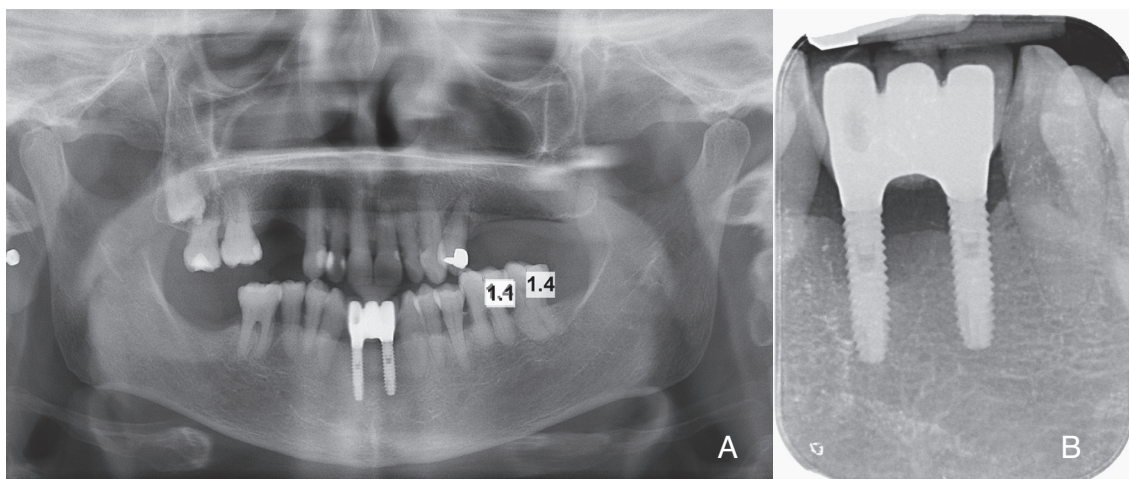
Exploración radiográfica del mismo paciente con implantes dentales: A) ortopantomografía B) radiografía periapical.
